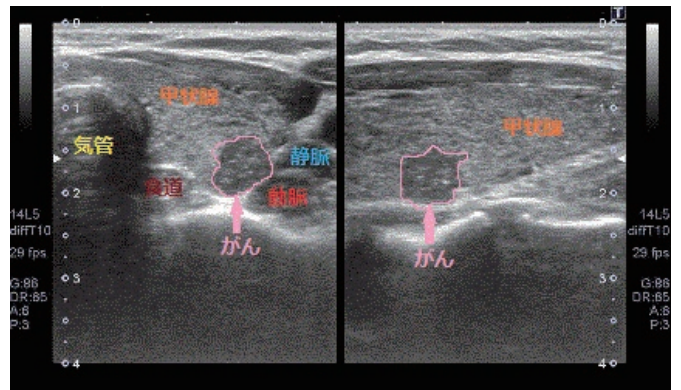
甲状腺微小がんの超音波画像:甲状腺の内部に、小さな黒い「しこり」として描出される(矢印)
